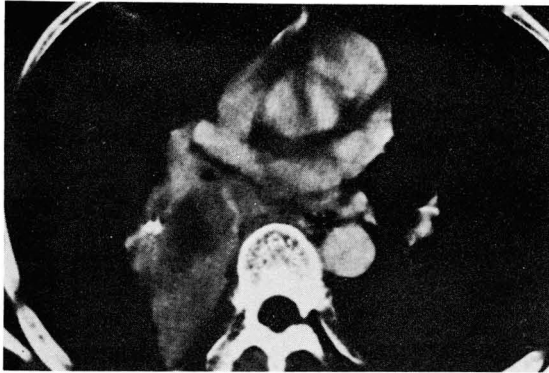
Irregular shaped mass with invasion of mediastinal pleura on CT. But no tumor invasion by pathology.
